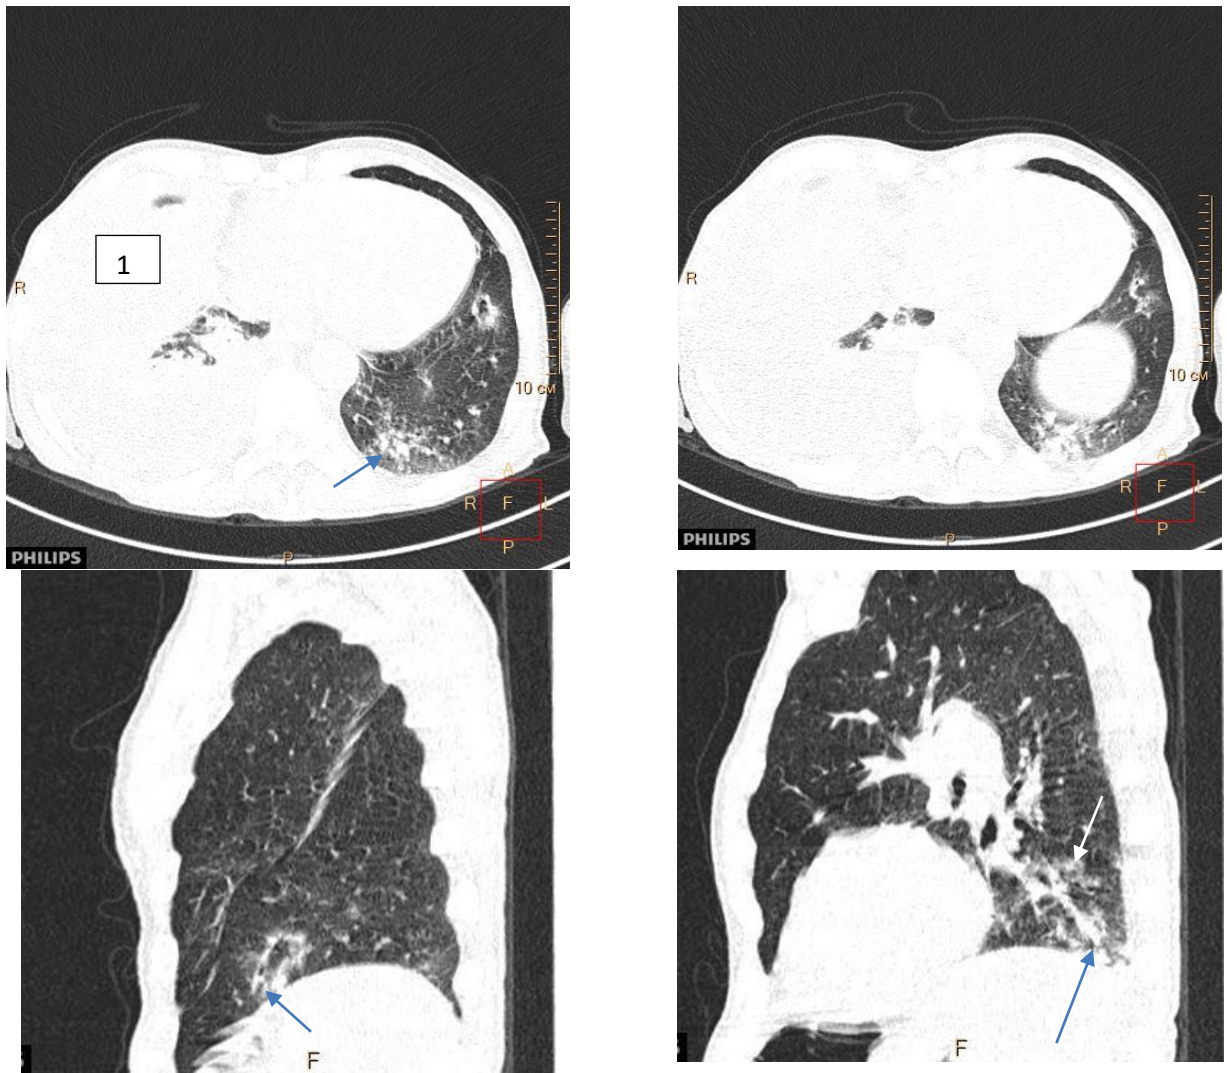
Пациент с ХЛЛ, осложненным лейкоэмическим инфильтрацией плевры, специфическим лимфопролиферативным плевритом и бактериальной пневмонией. КТ. Правосторонний гидроторакс, с признаками компрессии прилежащей легочной ткани (1). Очаговые структуры воспалительного генеза в базальных отделах левого легкого, сливного характера (показаны стрелками)
